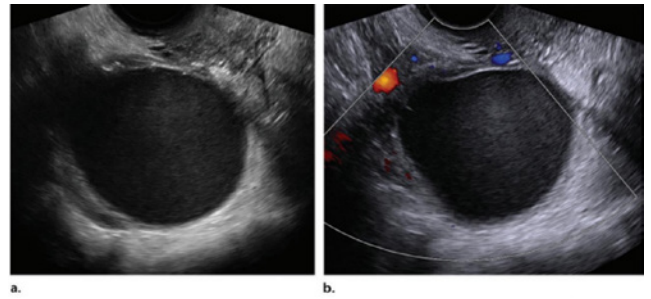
Escala de cinza transversal (a) e Doppler colorido (b) presença de um cisto unilocular contendo ecos homogêneos de baixo nível e sem vascularização interna no Doppler colorido.⁷
